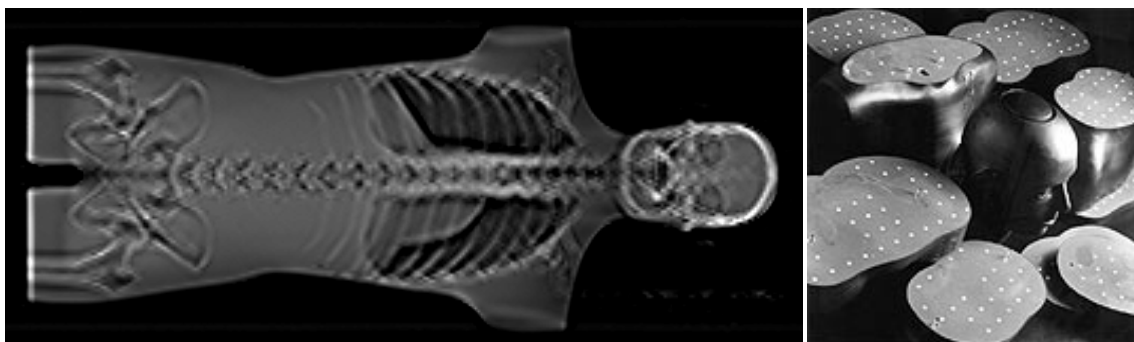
Radiografía de planificación e imagen del maniquí antropomórfico Rando en la que se puede distinguir las distintas secciones transversales y los orificios para la colocación de los dosímetros.
